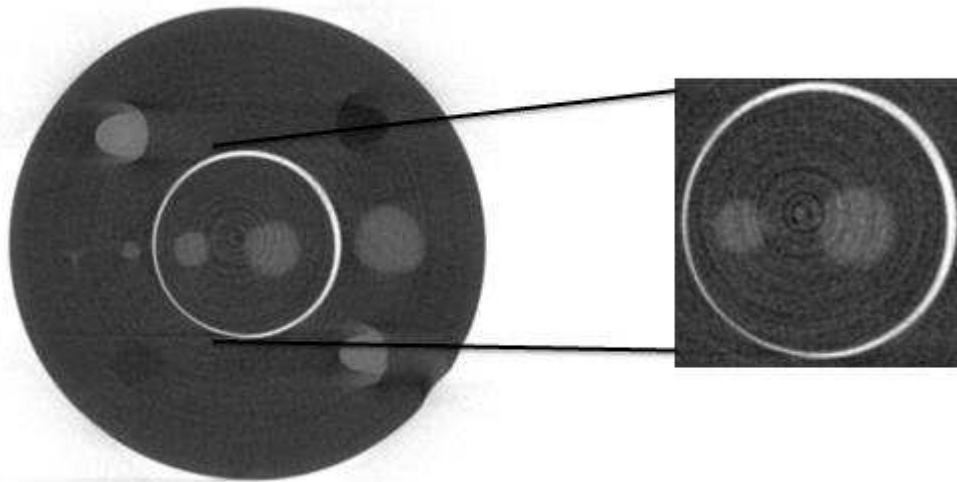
Área de seleção do *phantom* na μ TC-CF a $M=3,73$.
